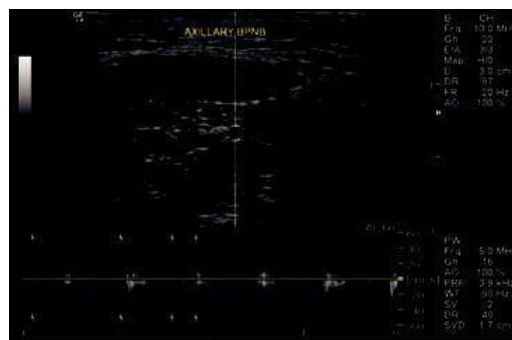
Anatomi Ultrasonor pada level axilla.
